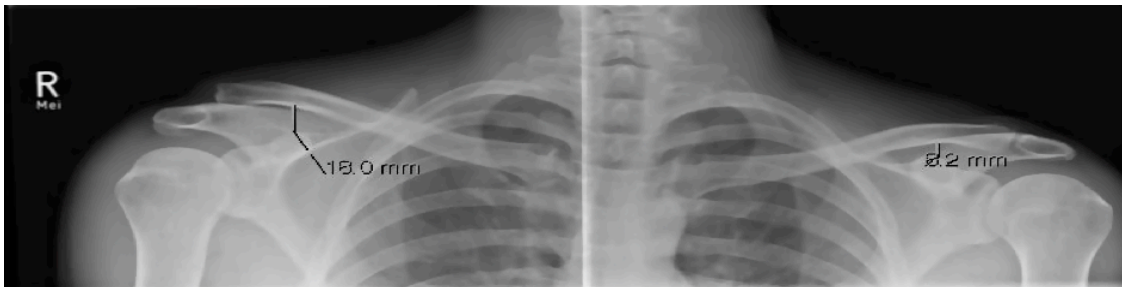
Präoperative Panoramaröntgenaufnahme der in Abbildung 19 gezeigten AC-Gelenksluxation mit einem coracoklavikulären Abstand von 18 mm auf der betroffenen Seite.
